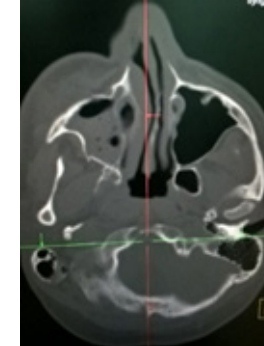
КТ черепа аксиальная проекция (перелом передней стенки правой гайморовой пазухи, гемасинус).
